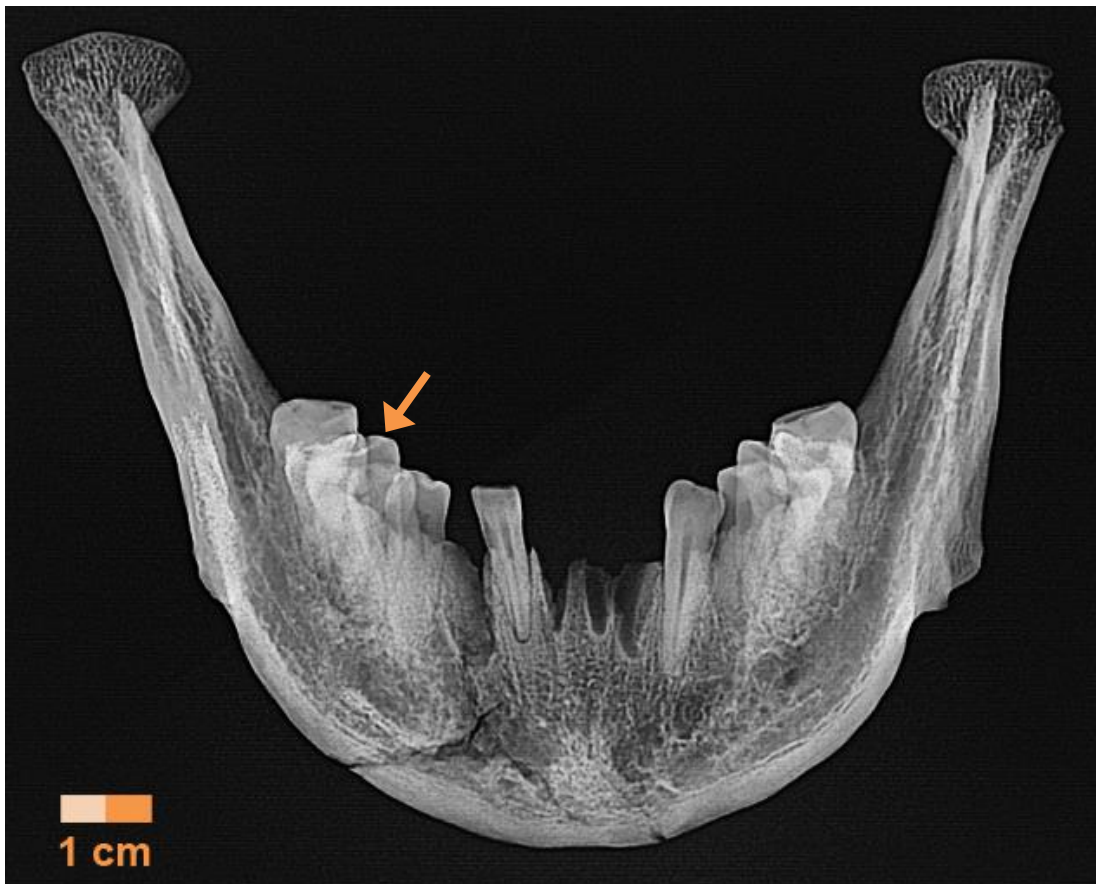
Ind. 686, Röntgenaufnahme Unterkiefer frontal, Pfeil Zahn 46 kariös zerstört
